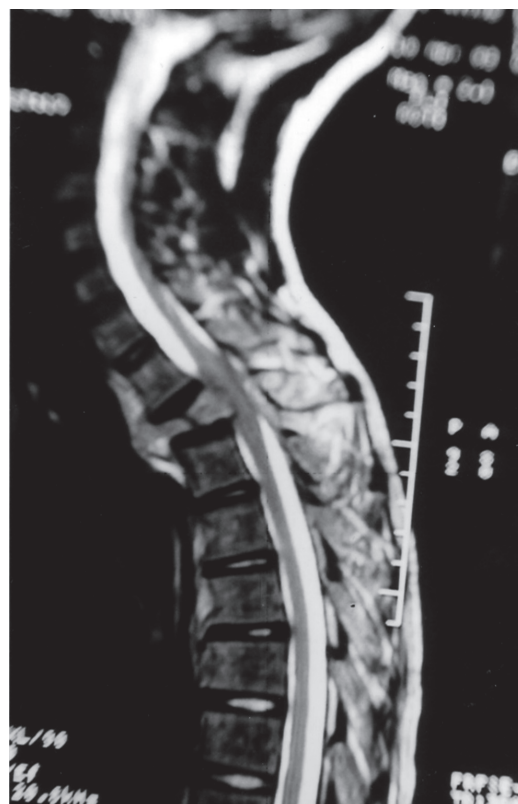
IRM médullaire de la charnière cervico-thoracique en coupes sagittales, séquences pondérées T1 (a) et T2 (b)
